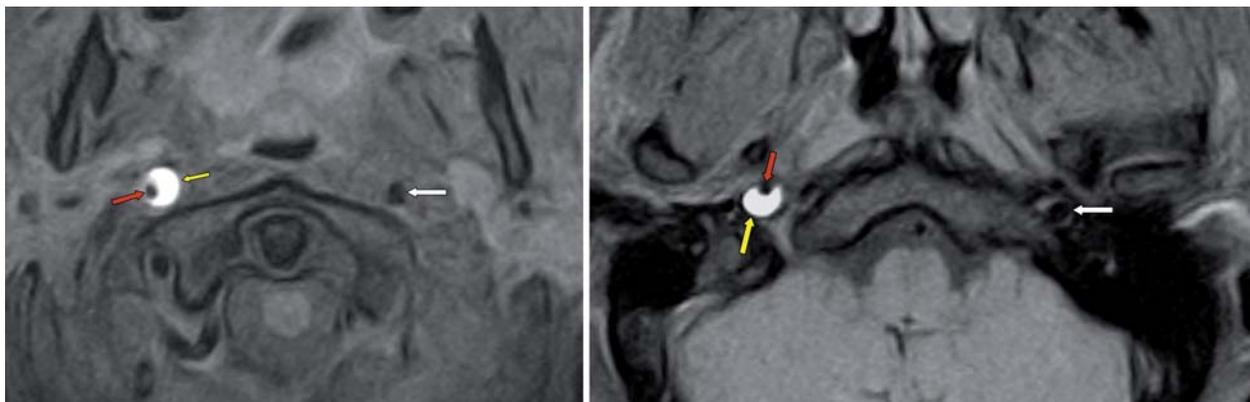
Varón de 28 años con Horner derecho y dolor cervical intenso tras ejercicios de musculación. RM de cuello. Secuencia SE ponderada en T1, con supresión grasa. Corte axial sin contraste. Disección de arteria carótida interna derecha. Imagen izqda: Nótese la semiluna intensa que corresponde al hematoma carotídeo intramural (flecha amarilla), en torno a la luz patente (flecha roja) y compare con la arteria carótida interna izquierda normal (flecha blanca). Imagen dcha: Corte ligeramente craneal. Hallazgos idénticos, pero la posición de hematoma (flecha amarilla) y luz verdadera (flecha roja) cambian, como corresponde a una disección arterial. La flecha blanca señala la arteria carótida interna izquierda normal.
